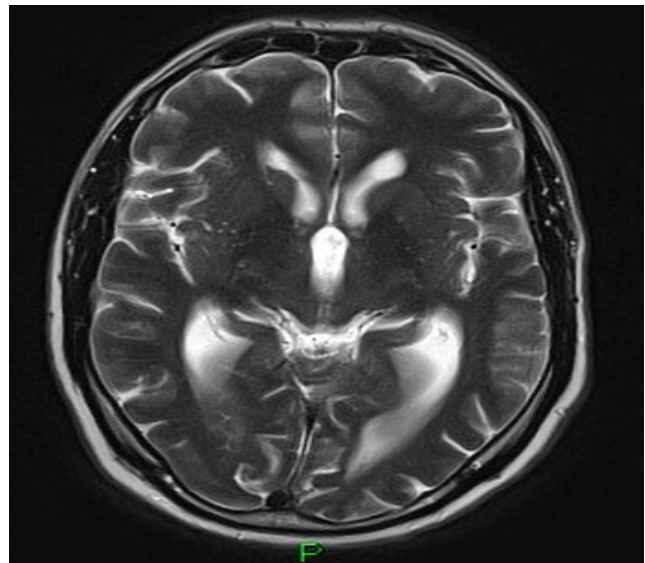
Corte sagital en secuencia T2 de una resonancia cerebral. Tomada de archivo con consentimiento del paciente.
